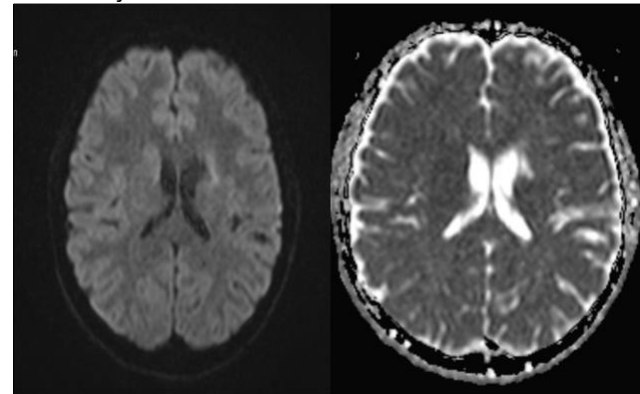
Difüzyon ağırlıklı manyetik rezonans görüntüleme sekansında (solda) ve apparent difüzyon coefficient haritasında (sağda) sol bazal ganglionlar, posterior frontal ve presantral giruslarda iskemik difüzyon kısıtlılığı görülmektedir.
